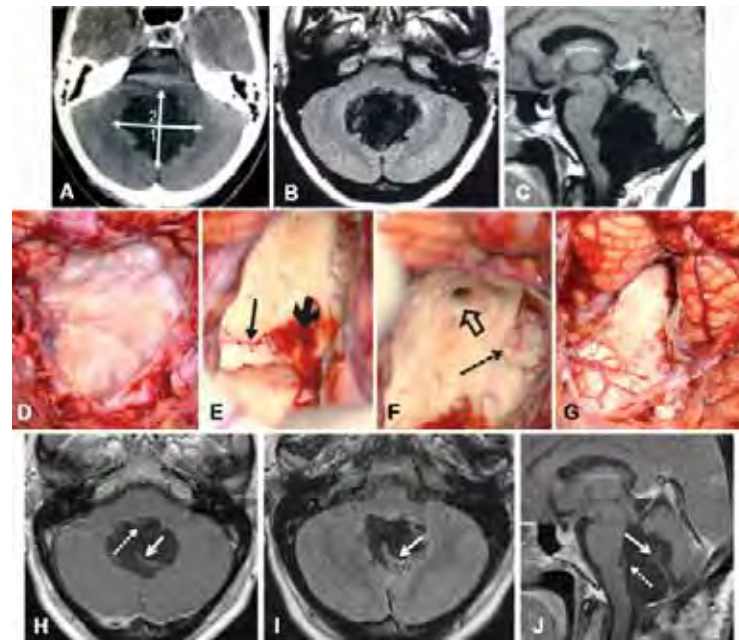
Caso 1: A-D) Preoperatorio. A) Lesión que distiende el cuarto ventrículo y comprime el tallo encefálico. B-D) Lesión hipodensa en la TC e hipointensa en las secuencias ponderadas en T1, con zonas heterogéneas hacia el velo medular superior. E-H) Transoperatorio. E) El tumor protruye por el óbex y desplaza a la úvula y a las amígdalas. F) Al retirar la queratina se observa la cápsula. G) Al quitar esta, en el cuarto ventrículo se aprecian el surco medio (flechas delgadas) y el acueducto de Silvio (flecha hueca). H) Se despega la cápsula y en la eminencia teres se usa material hemostático (flecha gruesa). Las flechas delgadas señalan el surco medio. I-L) Posoperatorio. En las secuencias ponderadas en T1 y en FLAIR se evidencia exéresis completa y la recuperación de la imagen del tallo encefálico
